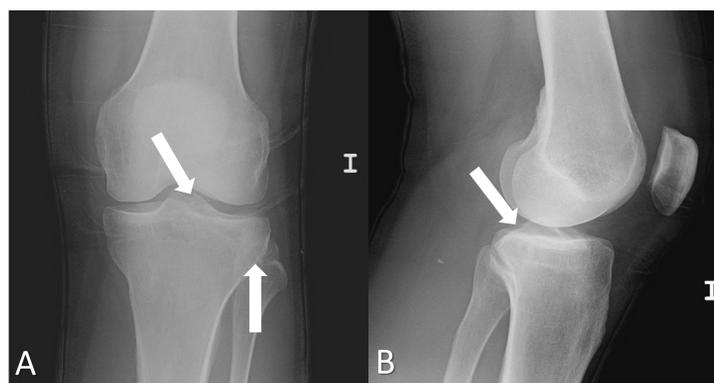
(A) radiografía AP; (B) radiografía lateral.
